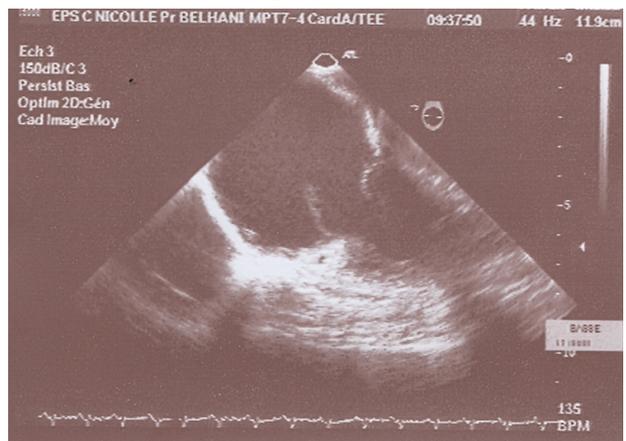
ETT : Coupe parasternale gauche petit axe : Valve tricuspide septale prolabe dans l'OD en systole
